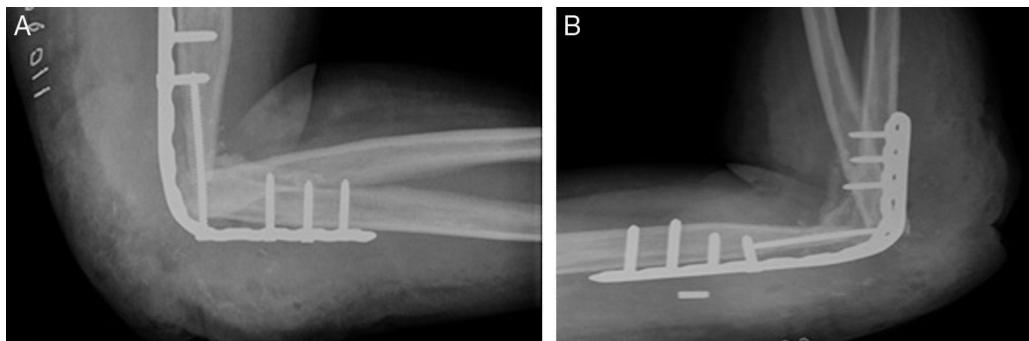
Radiografías postoperatorias: Proyección lateral de codo derecho (A) y lateral de antebrazo derecho (B).
